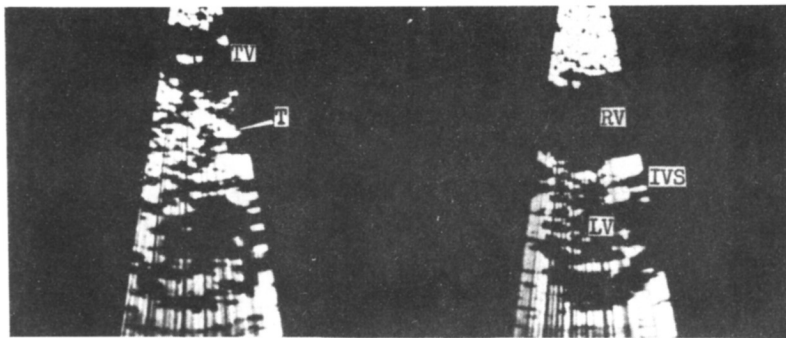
Stop-frame diastolic and systolic images of the parasternal short-axis view. Note the large tumor echo (T) in right ventricle in diastole (left panel), which is not seen in systole (right panel).
